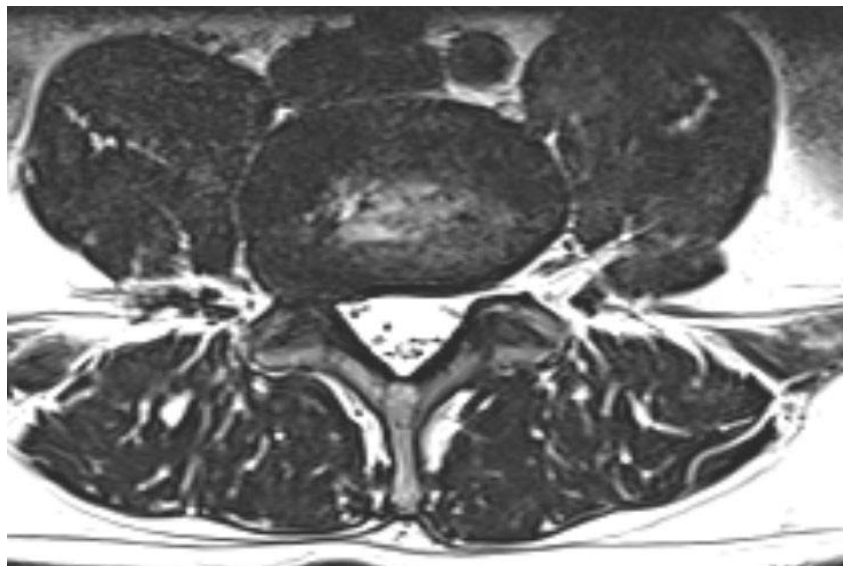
IRM lombaire en pondération T1 Montrant une Hernie discale L4-L5 focale paramédiane foraminale droite.
